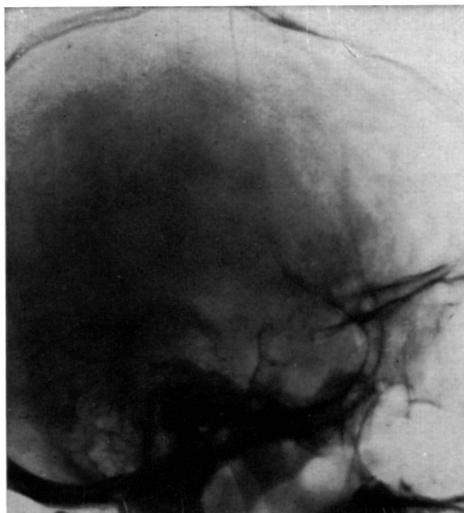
Caso C.A.D. Radiografia do crânio mostrando destruição das apófises clinóides anteriores e imagem densa, de forma granular, ocupando a parte posterior da fossa craniana anterior, prolongando-se para a fossa média.
